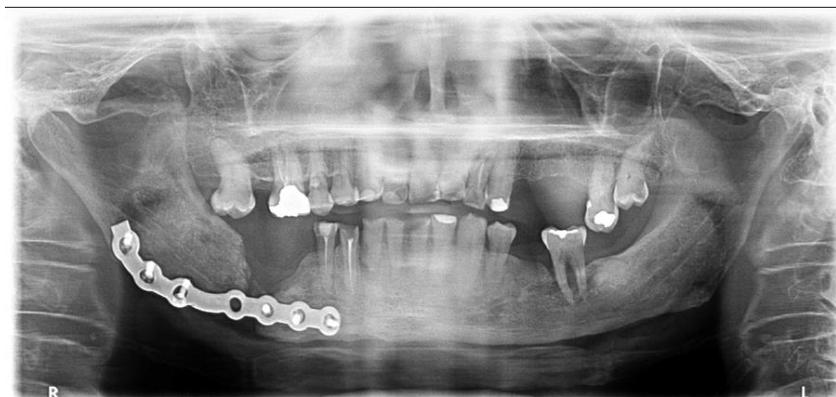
Radiografia inicial da fratura patológica associada a osteorradionecrose atingindo a região da placa reconstrução, necessitando desbridamento e remoção de sequestros ósseos para controle de infecção.
